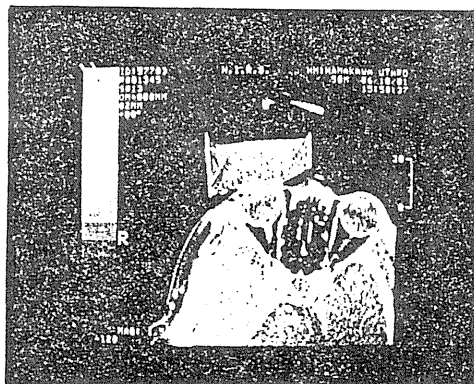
患者に装着した水性ゲルポーラスのX線CTによる横断像
